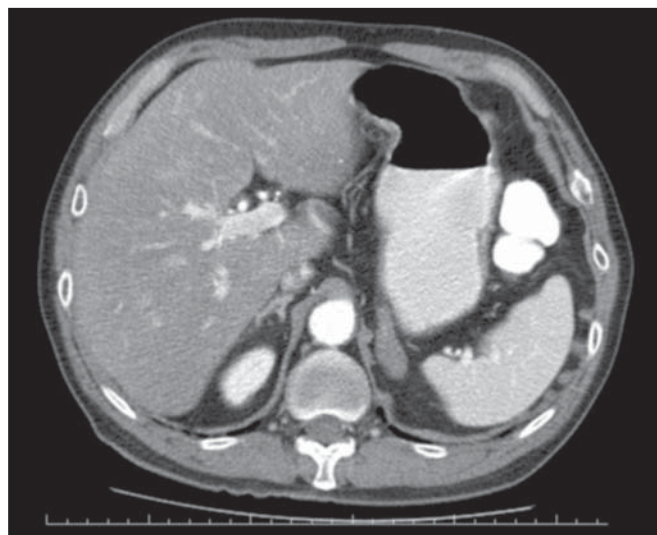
TC de abdome na fase portal demonstrando aumento das dimensões da suprarrenal esquerda.
